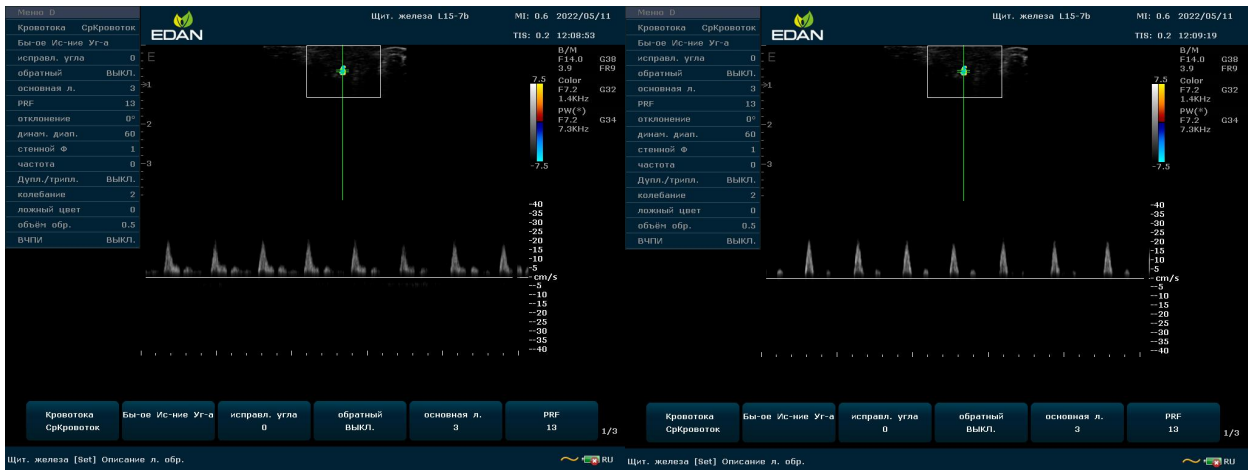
УЗИ - грамма для условно здорового добровольца через 10 секунд после окклюзионной пробы.
